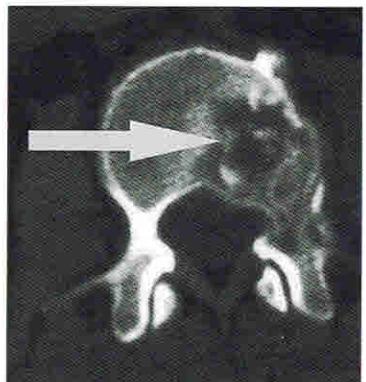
КТ грудного отдела позвоночника в аксиальной проекции. Метастатическое поражение тела и корня дужки  $T_x$ . Стрелка указывает на патологический очаг деструкции в теле и корне дужки позвонка
